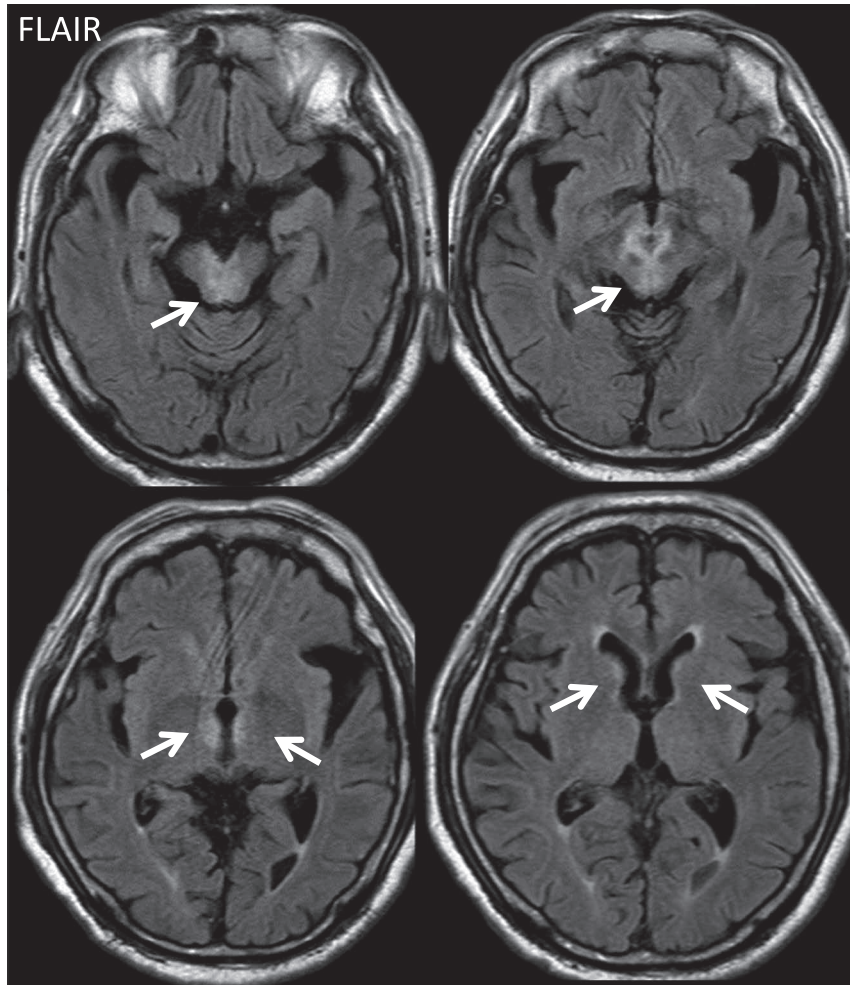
Brain magnetic resonance image findings at admission.
